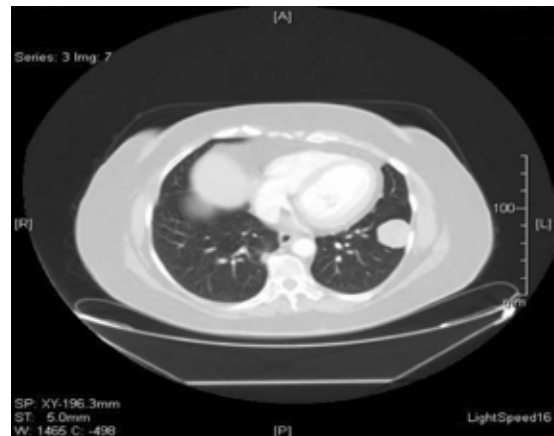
TAC de tórax con ventana pulmonar. Se observa nódulo en segmento anterolateral del lóbulo izquierdo bien definido, redondeado de 33mm.
